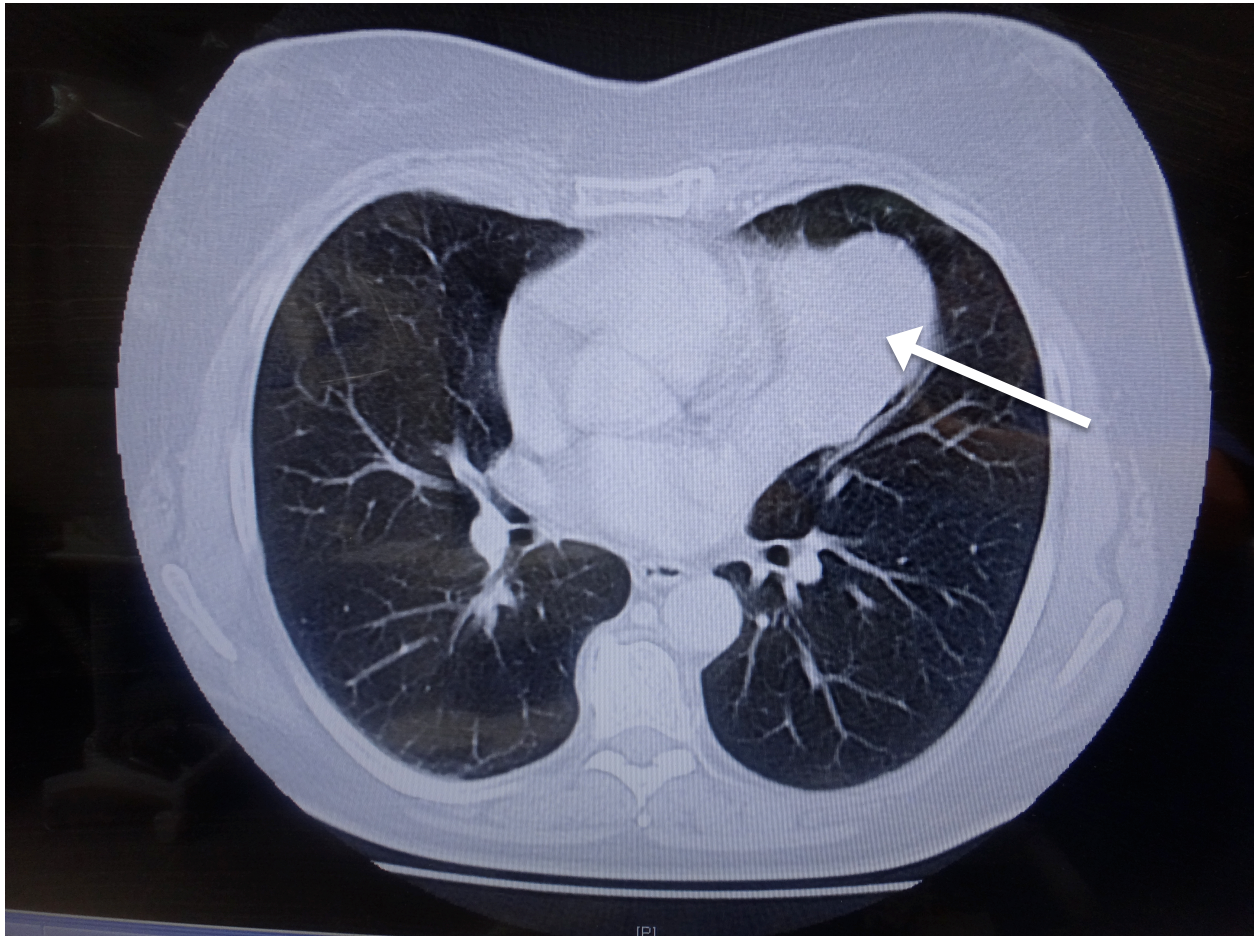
CT mit Darstellung einer Raumforderung (Pfeil) im vorderen Mediastinum (Abb. aus Charité)
